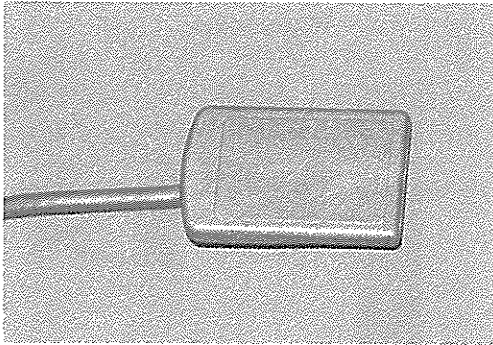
CCD 센서 (2 X 3 cm). 센서와 컴퓨터가 선으로 연결, 디지털영상이 바로 컴퓨터에 나타난다. 구내X선 필름과 동일한 3x4 cm 크기의 센서도 있다.
